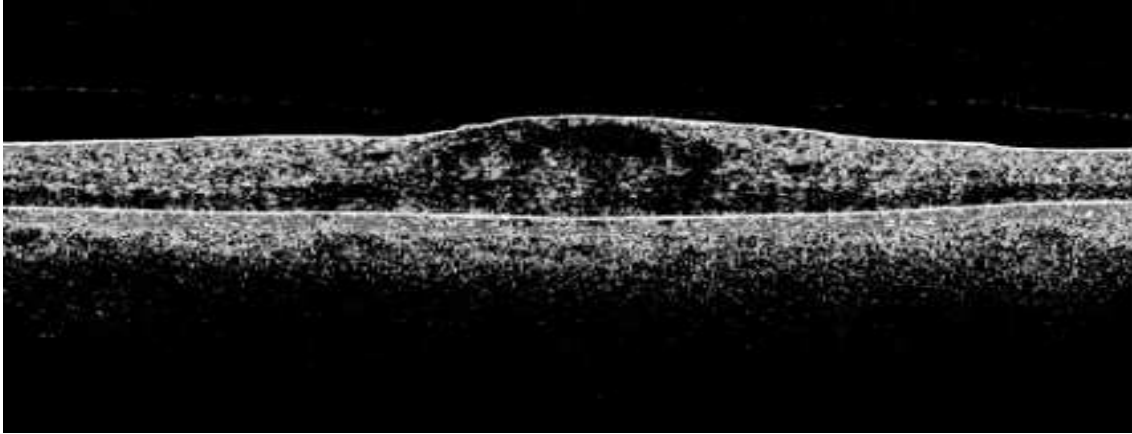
Tomografia de coerência óptica apresentando edema difuso da mácula (Lang, 2007b, pág. 39)
